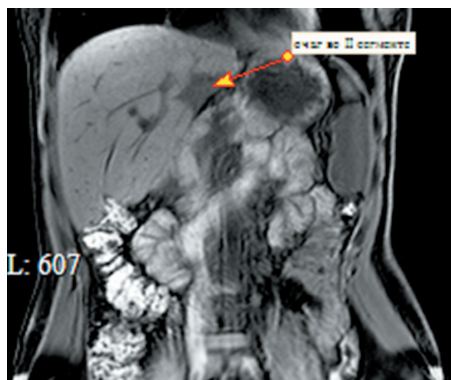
Магнитно-резонансная томография пациентки 7 через 6 месяцев после операции (стрелкой указан очаг во II сегменте печени, подвергшийся криодеструкции)
